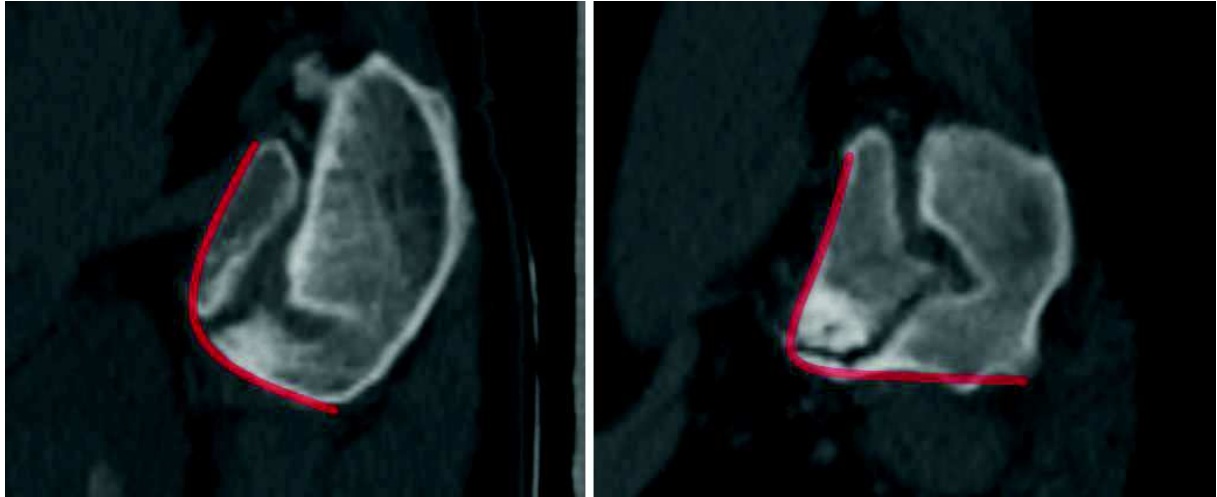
TDM du bassin en vue sagittale strict passant par l'axe de nutation S-I antérieur, correspondant au plan de coupe où l'interligne artulaire est visible le plus en bas et en avant possible (cf. figure 22). Représentation par les courbes rouges de deux exemples de forme différente de SOSIA avec à gauche une forme en « C », caractérisée par des rebords osseux iliaques et sacrés péri-articulaires antérieurs convexes, et à droite une forme en « L » caractérisée par des rebords osseux plats. On notera également une arthrose « significative » à droite.
